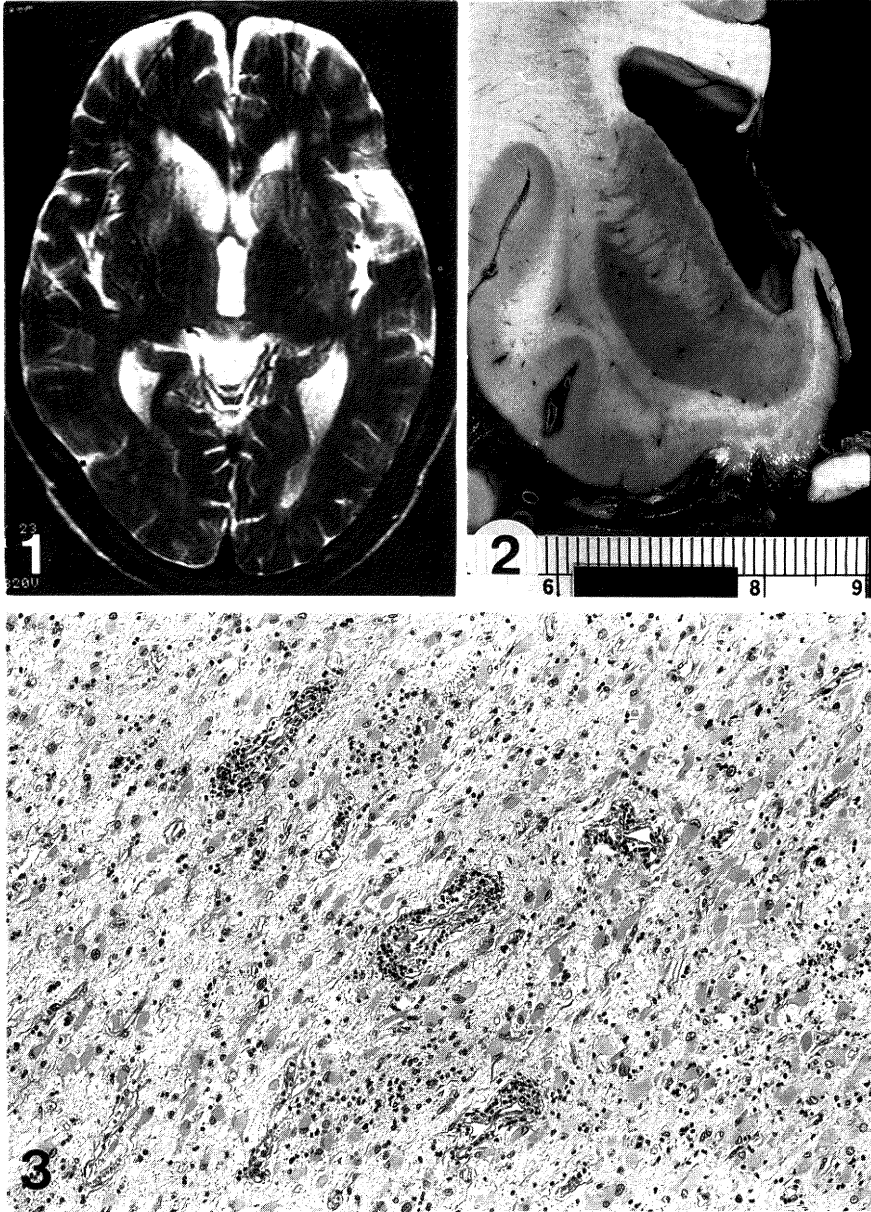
死亡3カ月前の頭部MRI (T2強調) : 両側尾状核ならびに被殻前方部の high intensity area を認める。
